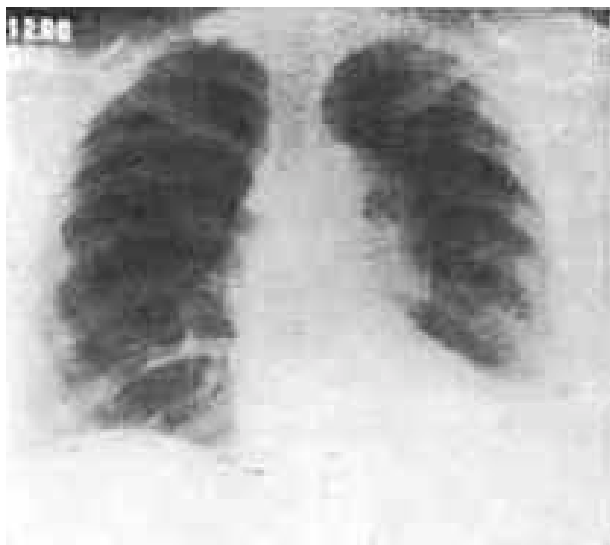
Radiografia de tórax pré-operatória mostrando aneurisma dissecante crônico da aorta descendente (caso 4).
